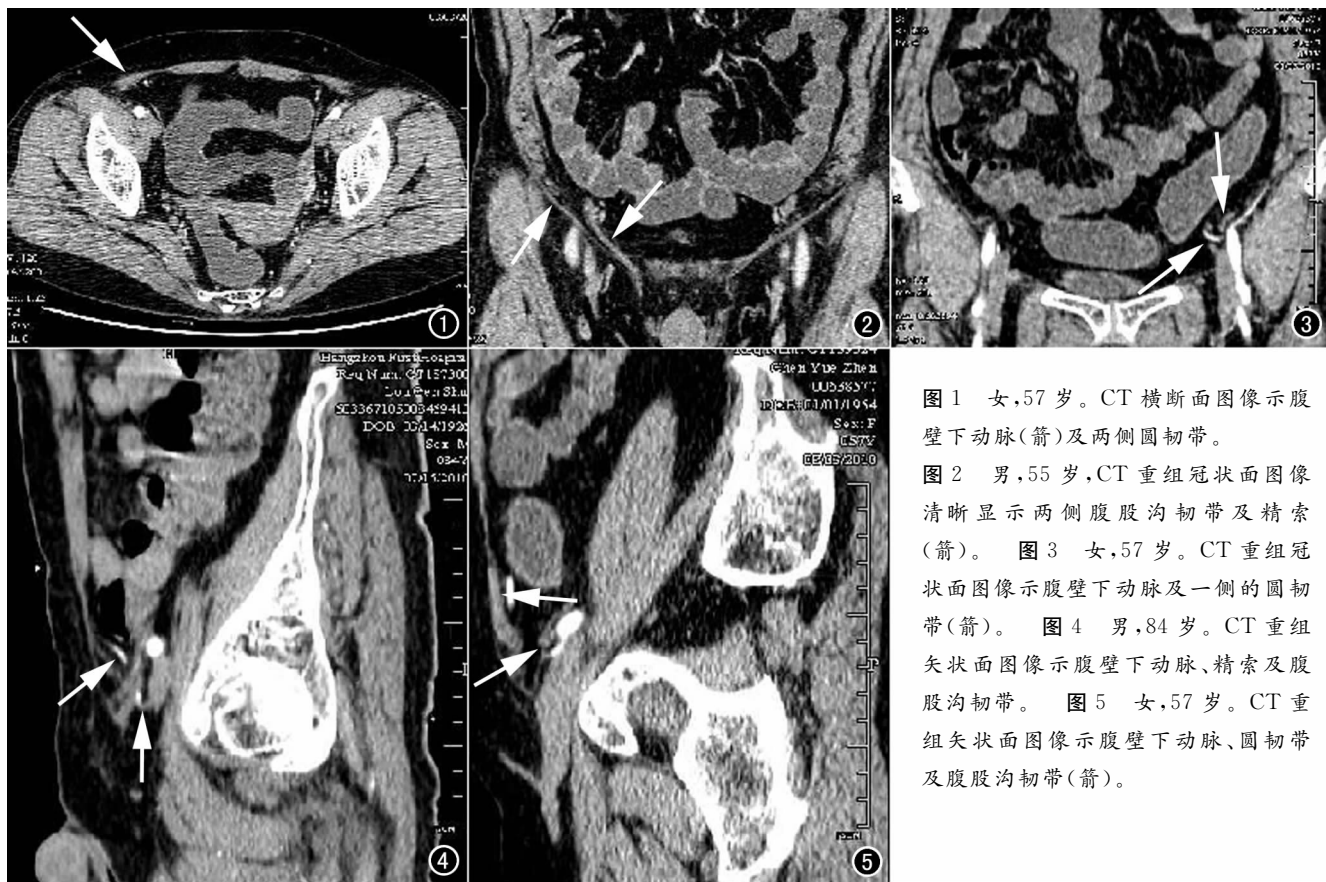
女, 57 岁。CT 横断面图像示腹壁下动脉(箭)及两侧圆韧带。
